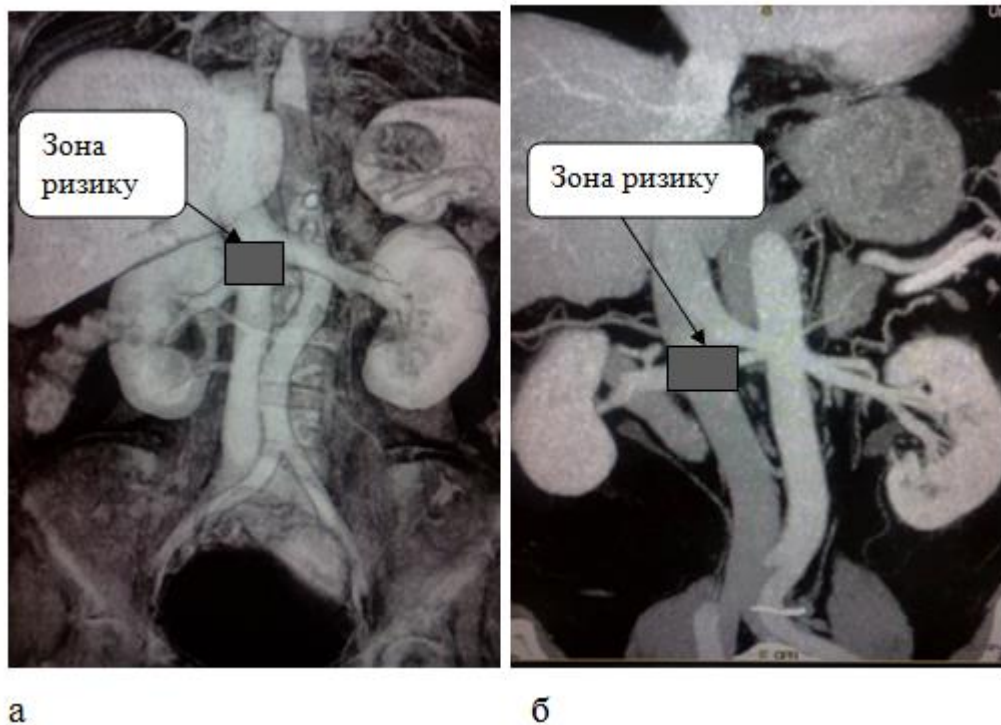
МСКТ нижньої порожнистої вени. Фронтальна реконструкція. Права і ліва ниркові вени впадають в НПВ на різних рівнях. При накладанні затискача під вічком правої ниркової вени виникає "зона ризику" попадання першої поперекової вени в ділянку васкулярної ізоляції тромбу
